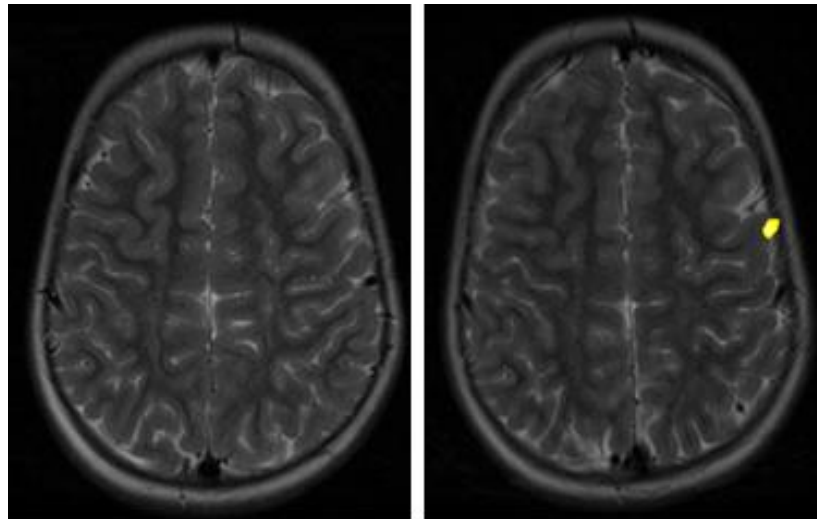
Изменения на Ф-МРТ у третьего пациента (до курса лечения и по окончании курса лечения)
